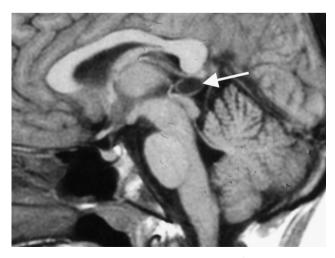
Corte sagital de la resonancia magnética cerebral del caso 1 en la que se visualiza un quiste de la glándula pineal de $11 \times 10 \, \text{mm}$ (flecha).
